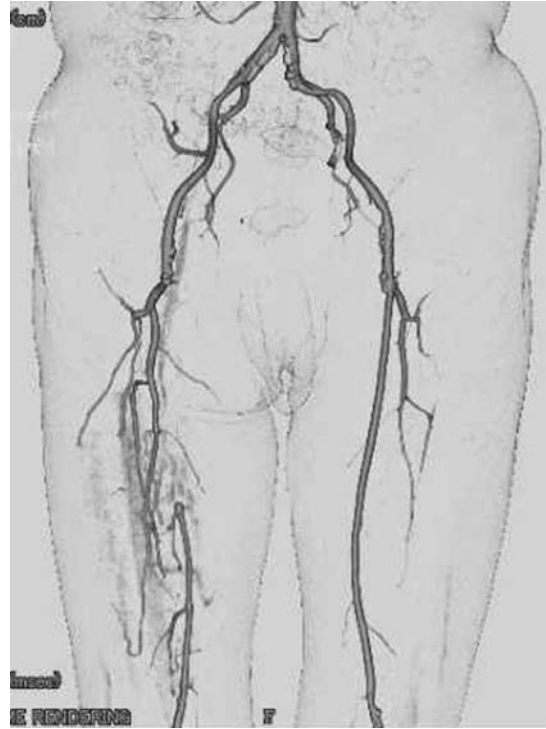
CT angiography shows good collateral blood flow from deep femoral artery to above knee popliteal artery.
